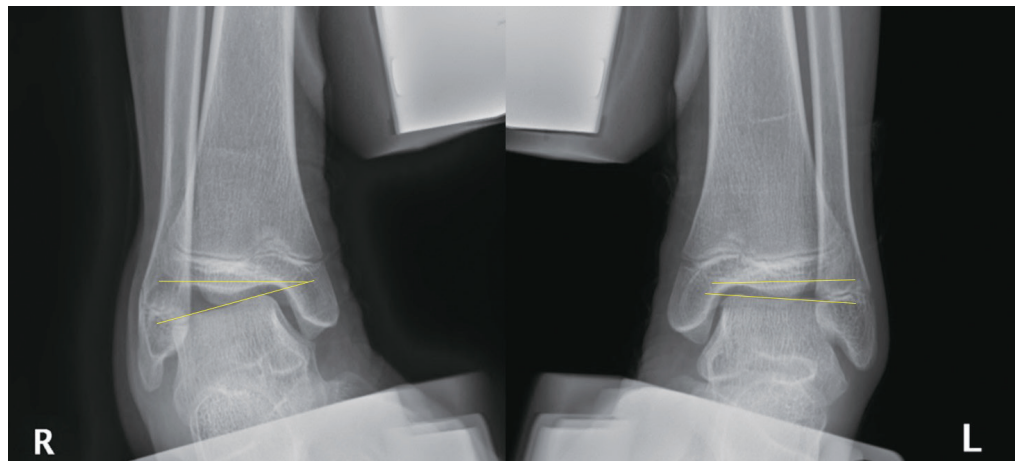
The clinically significant difference on the varus stress radiographs is defined as greater than 3° variation in the talar tilt angle from the affected to the non-affected side or an absolute of 9° or greater talar tilt.
